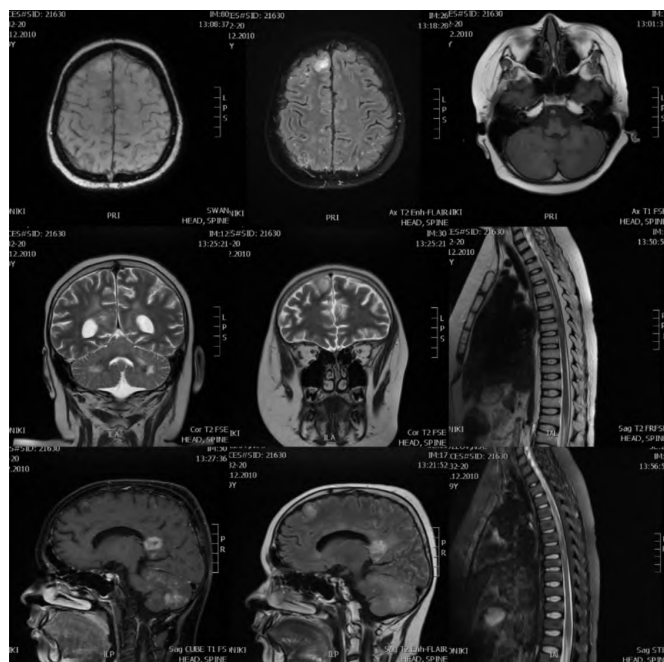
МРТ пациента от 23.01.2020.
